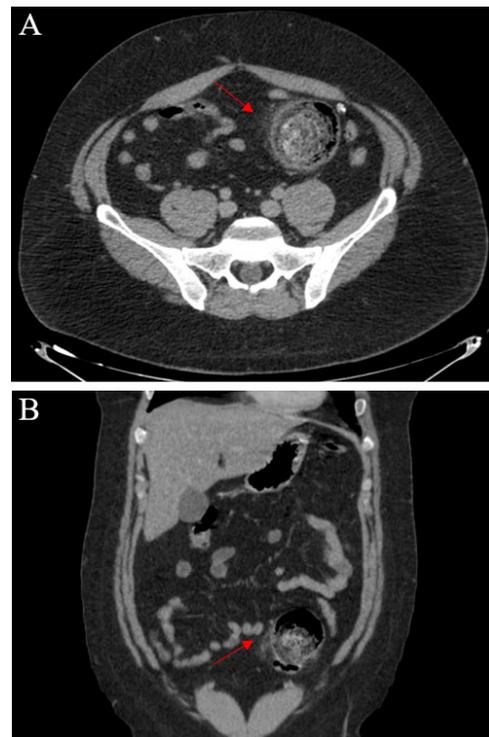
Tomografía computada. Gran imagen diverticular con contenido fecal en su interior, de pared engrosada y signos inflamatorios periféricos circundantes (flecha) en cortes transversal (A) y coronal (B).
